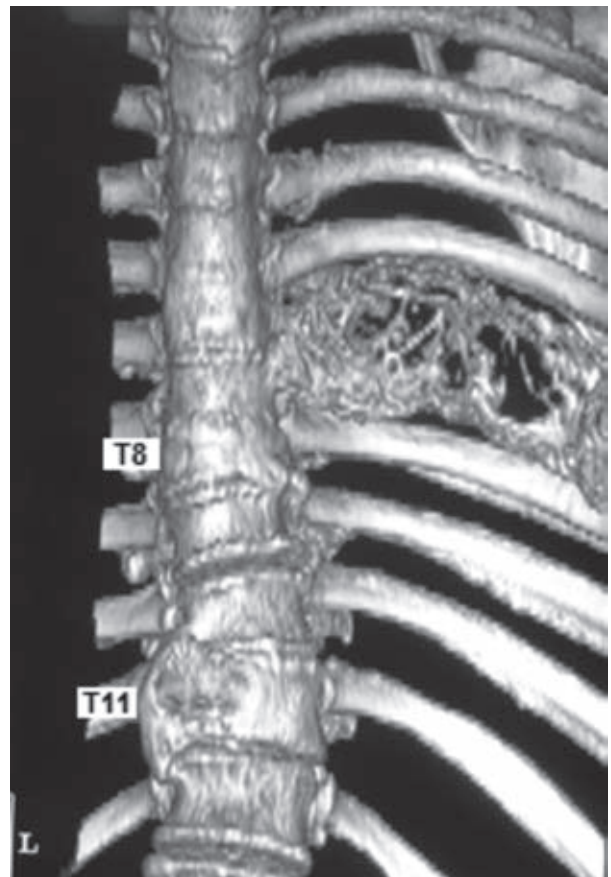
TAC de tórax y reconstrucción 3D, donde se observa la lesión expansiva en el séptimo arco costal, con trabéculas en su interior y lisis de la cortical en ciertas zonas.
